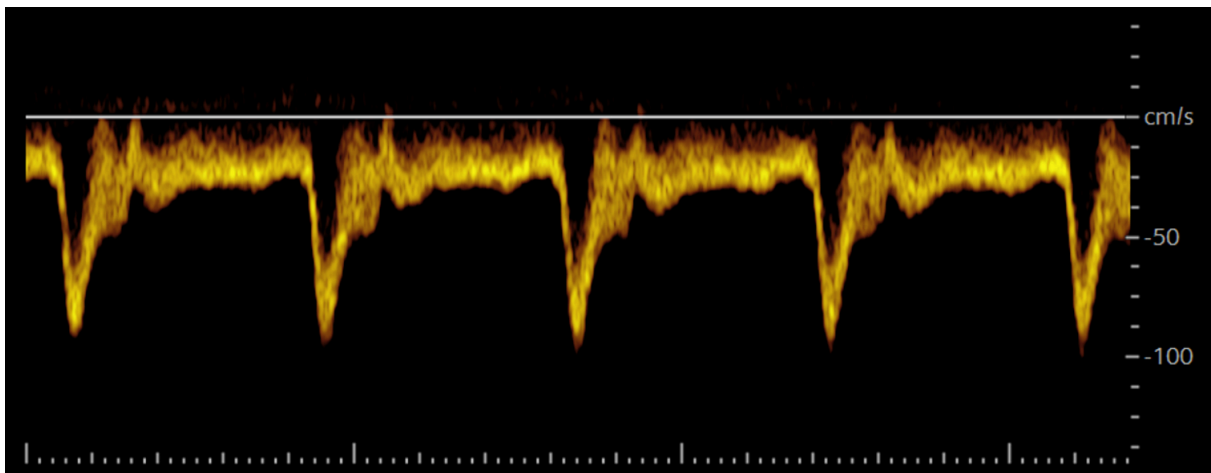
Le doppler spectral, analyse spectrale en temps réel du signal doppler
